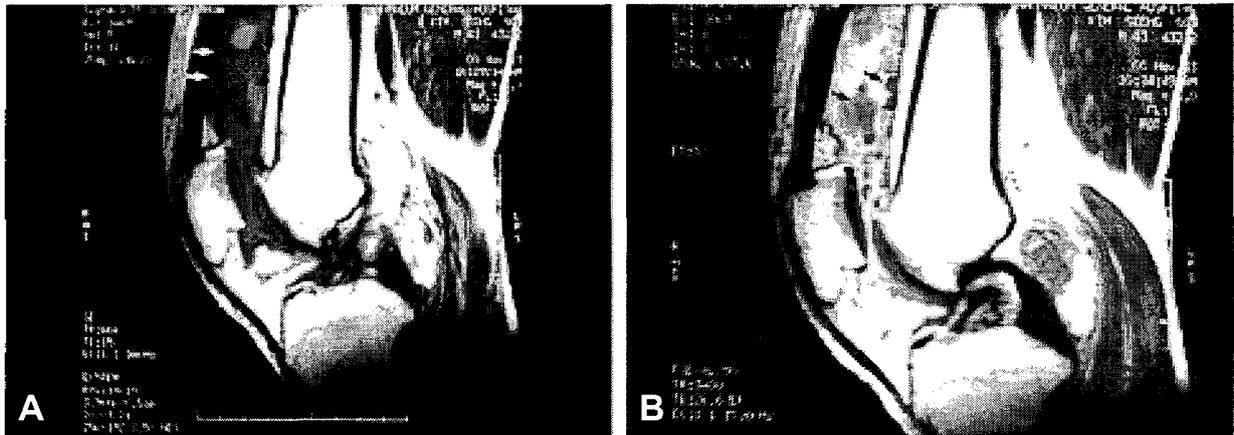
Preoperative MR images show marked distension of suprapatellar bursa, effusion and diffuse synovial hypertrophy.
